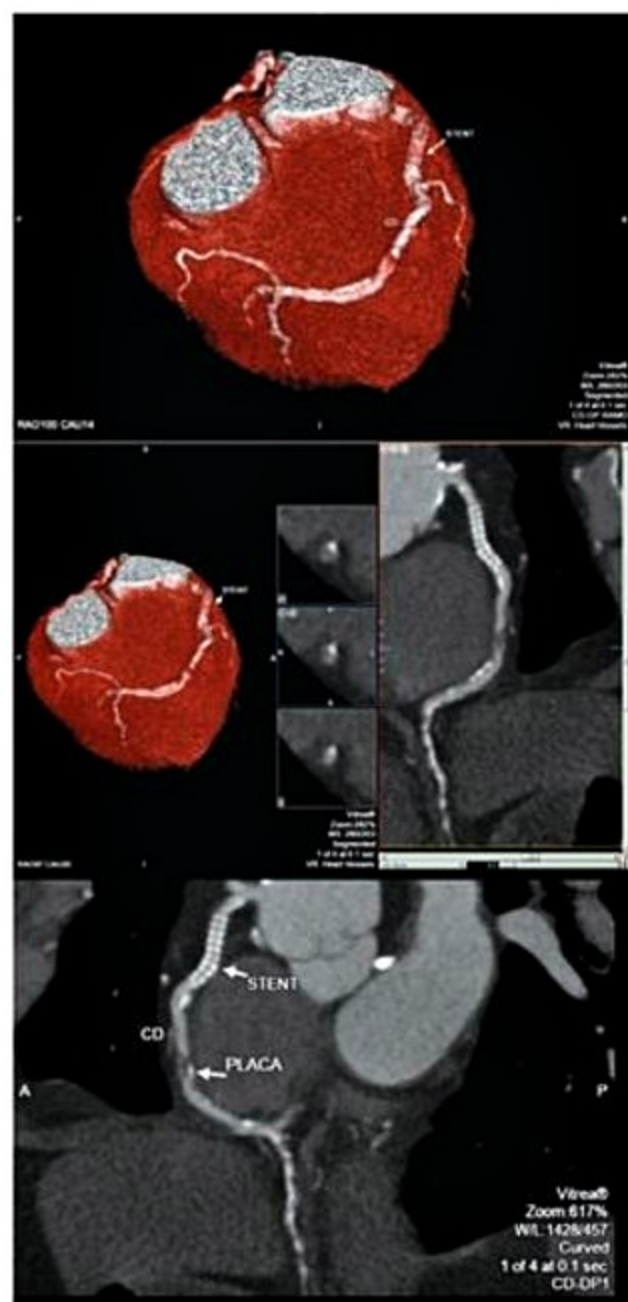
Angiotomografia mostrando *stent* pérvio em coronária direita. Reformatação curva da artéria coronária direita com *stent* pérvio proximal e obstrução significativa em segmento médio.
